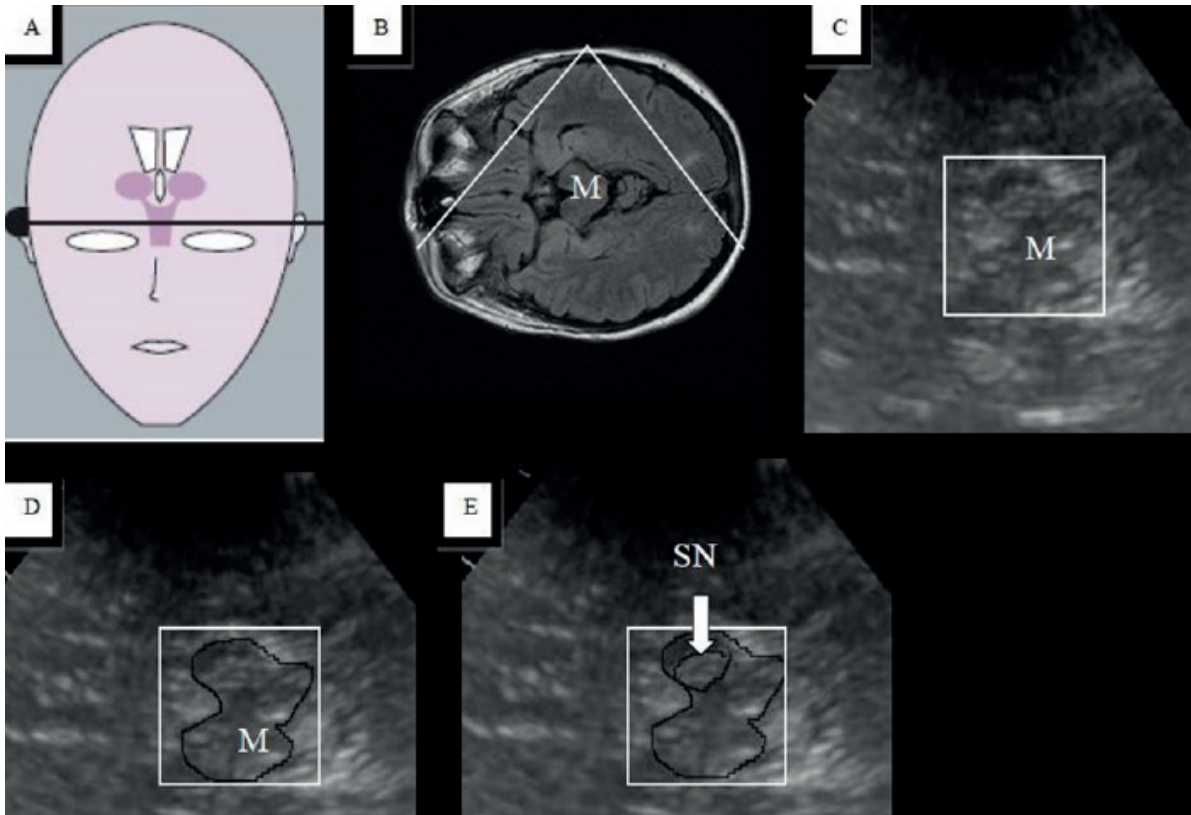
Ecografía mecencefálica en enfermedad de Parkinson.
